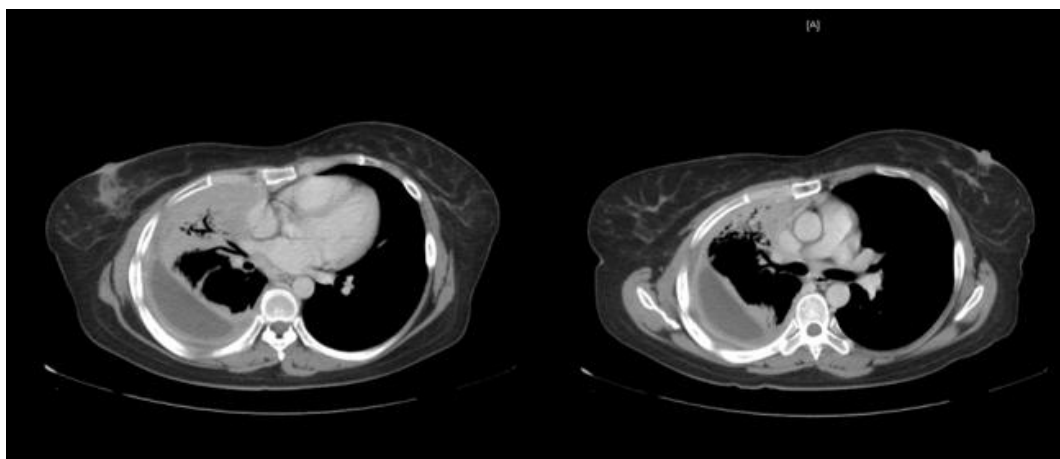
Chest computed tomography before treatment.
